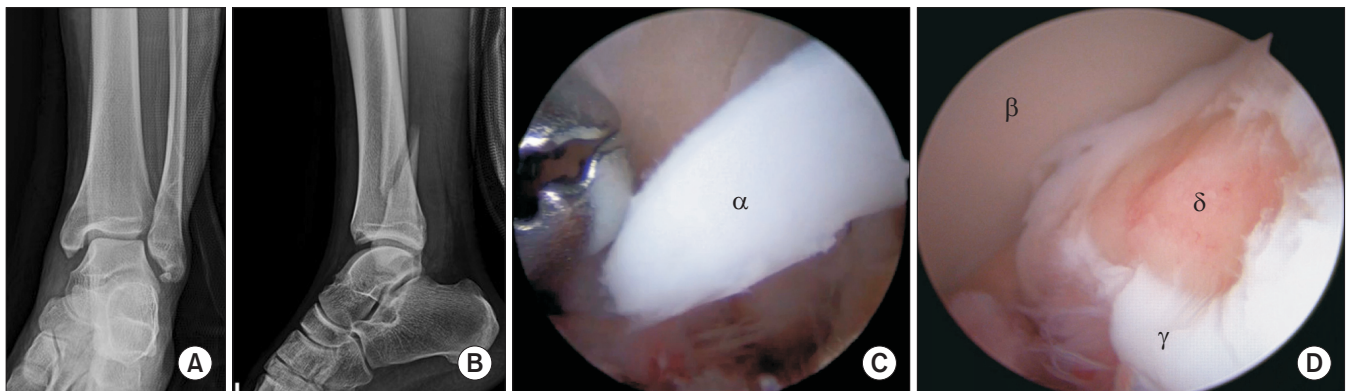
Anteroposterior (A) and lateral (B) radiographs shows Danis-Weber type C lateral malleolar fracture. Plain radiographs do not show obvious osteochondral lesions. Arthroscopy shows a loose body (C) and osteochondral lesion of the medial talar dome (D). α: Loose body, β: Tibia, γ: Talus, δ: Osteochondral lesion.
